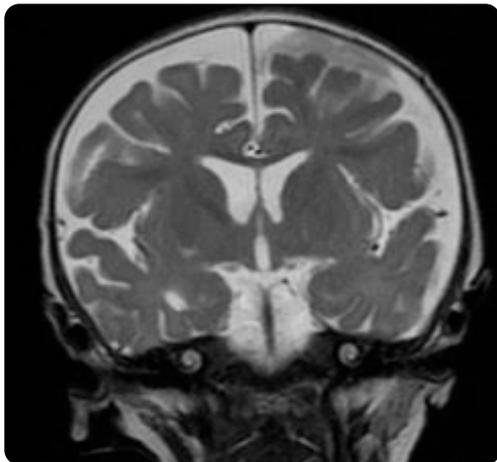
RM con información T2 en plano coronal. Ocupación del espacio subaracnoideo frontal izquierdo por material isointenso a la corteza cerebral .
